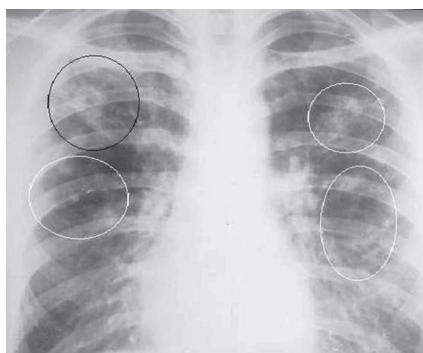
Рентгенограммы при туберкулезе легкого
